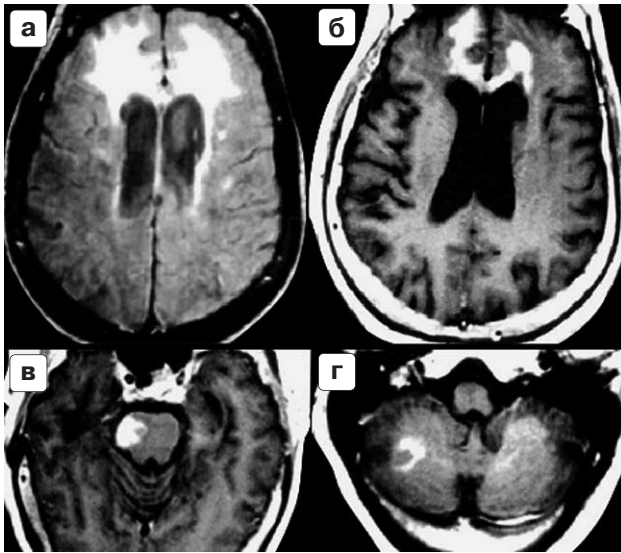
МРТ головного мозга. Первично-множественная лимфома. Аксиальная проекция FLAIR, срез на уровне боковых желудочков. Имеется гиперинтенсивный МР-сигнал от лобных долей и паравентрикулярно (а), ИП SE T1 ВИ – срезы на уровне боковых желудочков (б), ножек мозга (в) и мозжечка (г) после внутривенного введения Gd-DTPA – визуализируются очаги, интенсивно накопившие парамагнетик.
